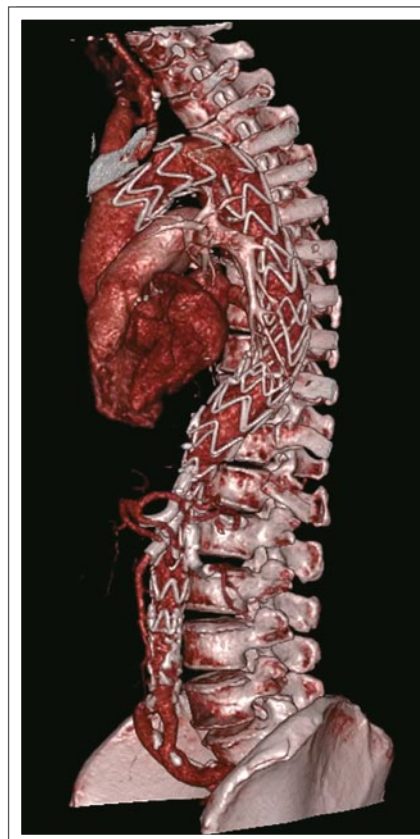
Postoperative CT-Untersuchung mit Nachweis des vollständigen Aneurysmaverschlusses und normaler Perfusion der Zielgefäße
